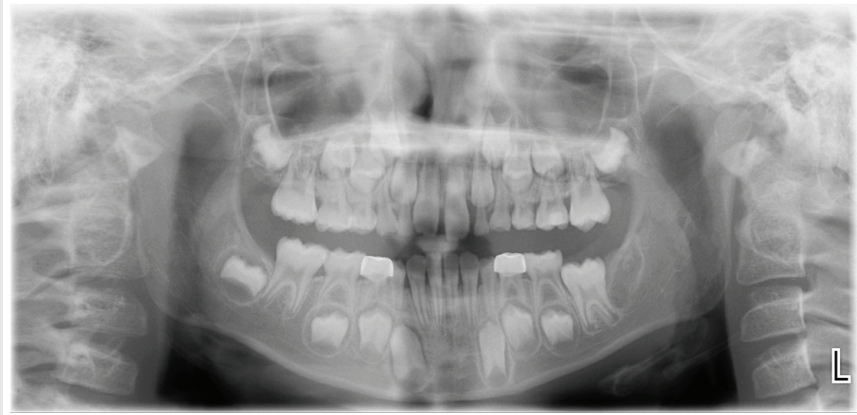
Panoramic radiograph displays a well-defined, ovoid, radiolucent lesion with a few calcified materials in the left mandibular posterior region of the absent second molar. The second molar is congenitally absent. The eruption of the first molar appears anteriorly displaced by this lesion, and its eruption is obstructed by the second primary molar.
